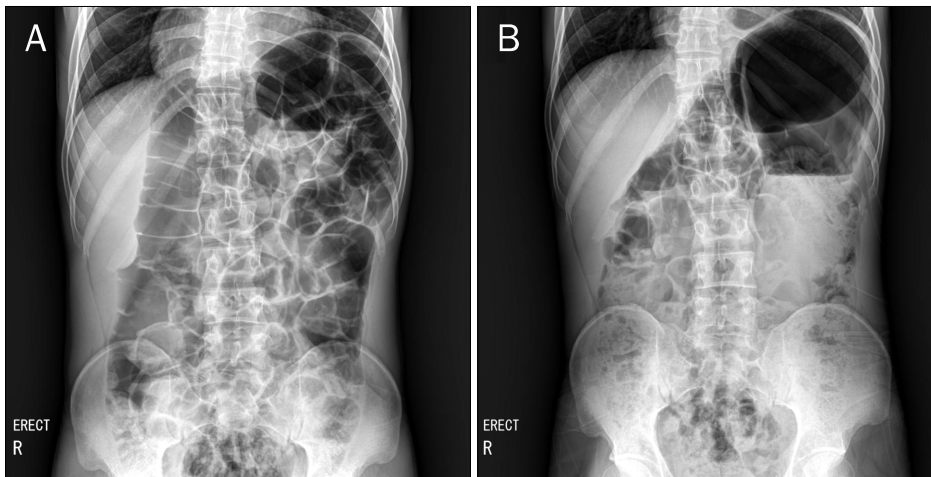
Plain abdominal X-ray findings. (A) Excessive amounts of gas is observed in the stomach and intestine without any signs of obstruction. (B) After clonazepam treatment, gaseous distension of the small intestine and colon is improved.
